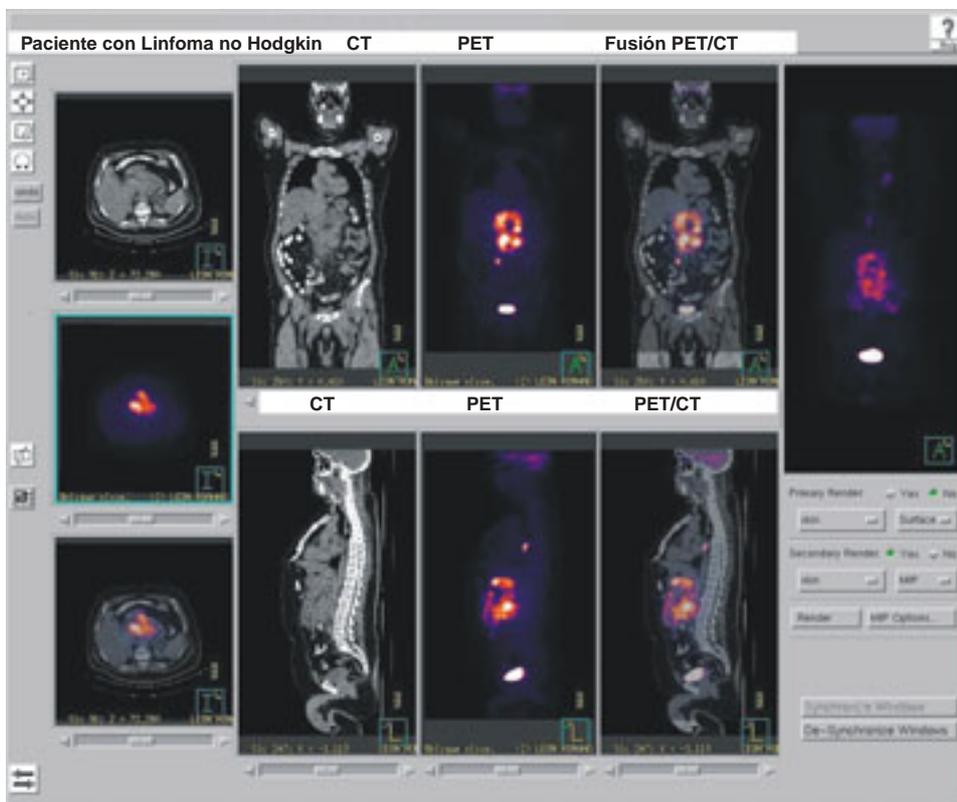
Linfoma no Hodgkin PET/CT.
